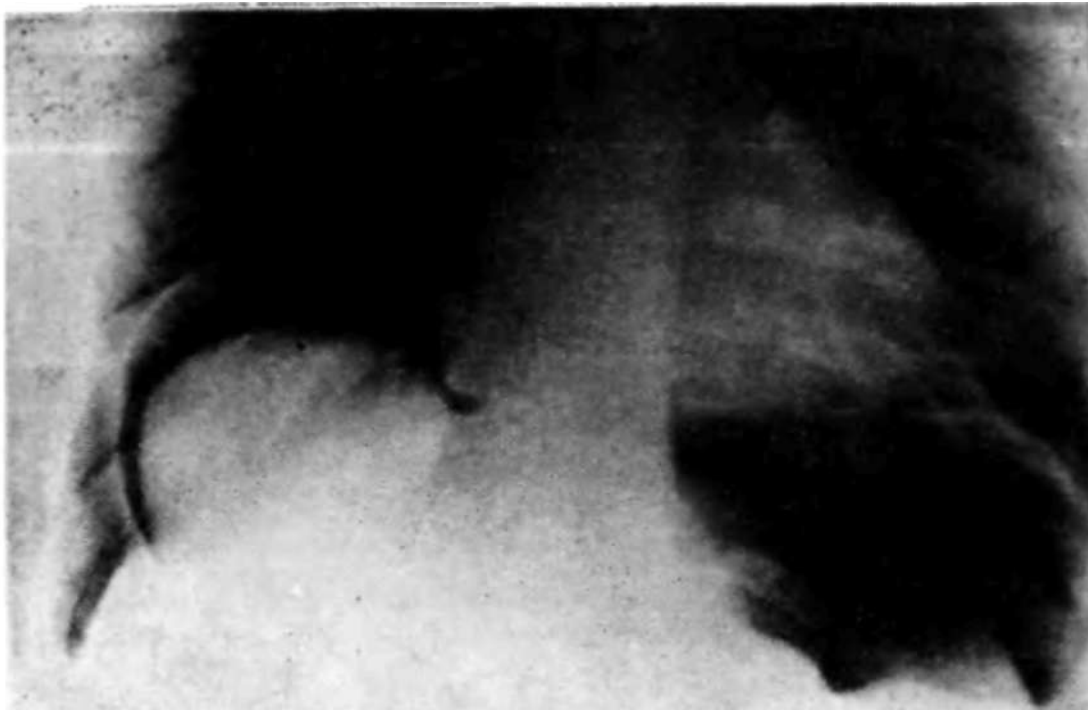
Рентгенограмма больной М. в условиях пневмоперитонеума (прямая проекция). Ограниченная релаксация правого купола диафрагмы, который полоской газа отделен от печени. Овальное образование, исходящее из верхней поверхности левой доли печени.
